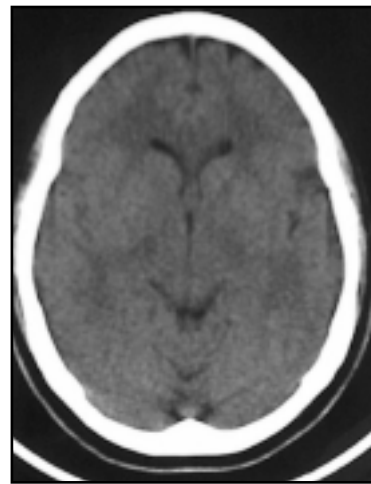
TAC simple de cráneo, sin evidencia de lesiones focales.
